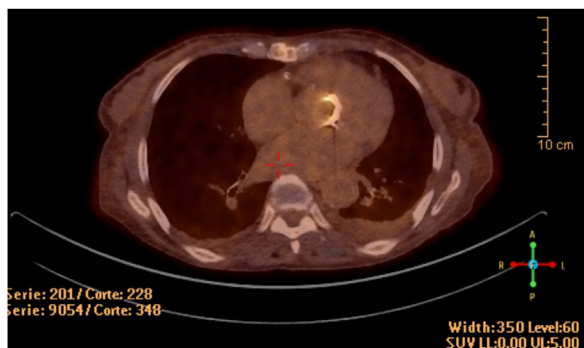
PET/TC con flúor-18-fluorodesoxiglucosa. Proyección transversa. Se aprecia actividad hipermetabólica en la bioprótesis aórtica.
